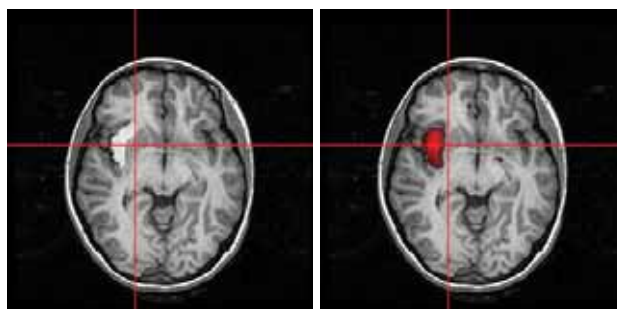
Imagen fusión de la imagen diferencia sobre la imagen de RM. Vista axial: (izquierda) fusión del FE teórico con la imagen de RM y (derecha) fusión del FE con la imagen de RM después de la composición del registro de los dos estudios $SPECT$ y el registro del $SPECT$ con la imagen de RM. Las imágenes corresponden al sujeto 32 en el que el FE está localizado en la ínsula.
